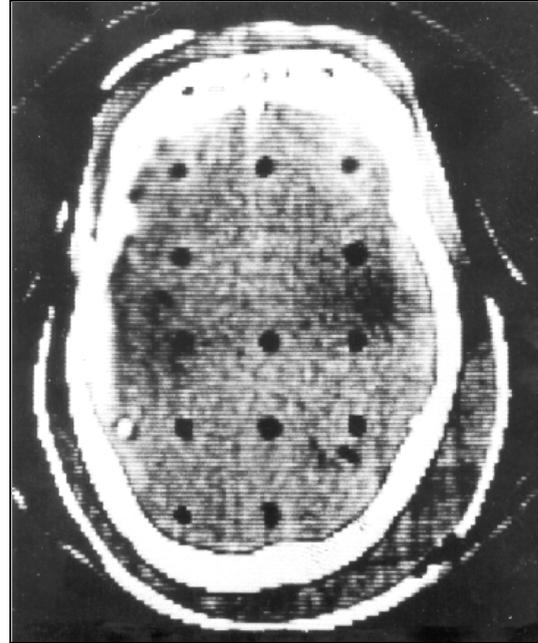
Rekonstruiertes Bild vom Emi CT-Scanner Mark 1 (1973).
